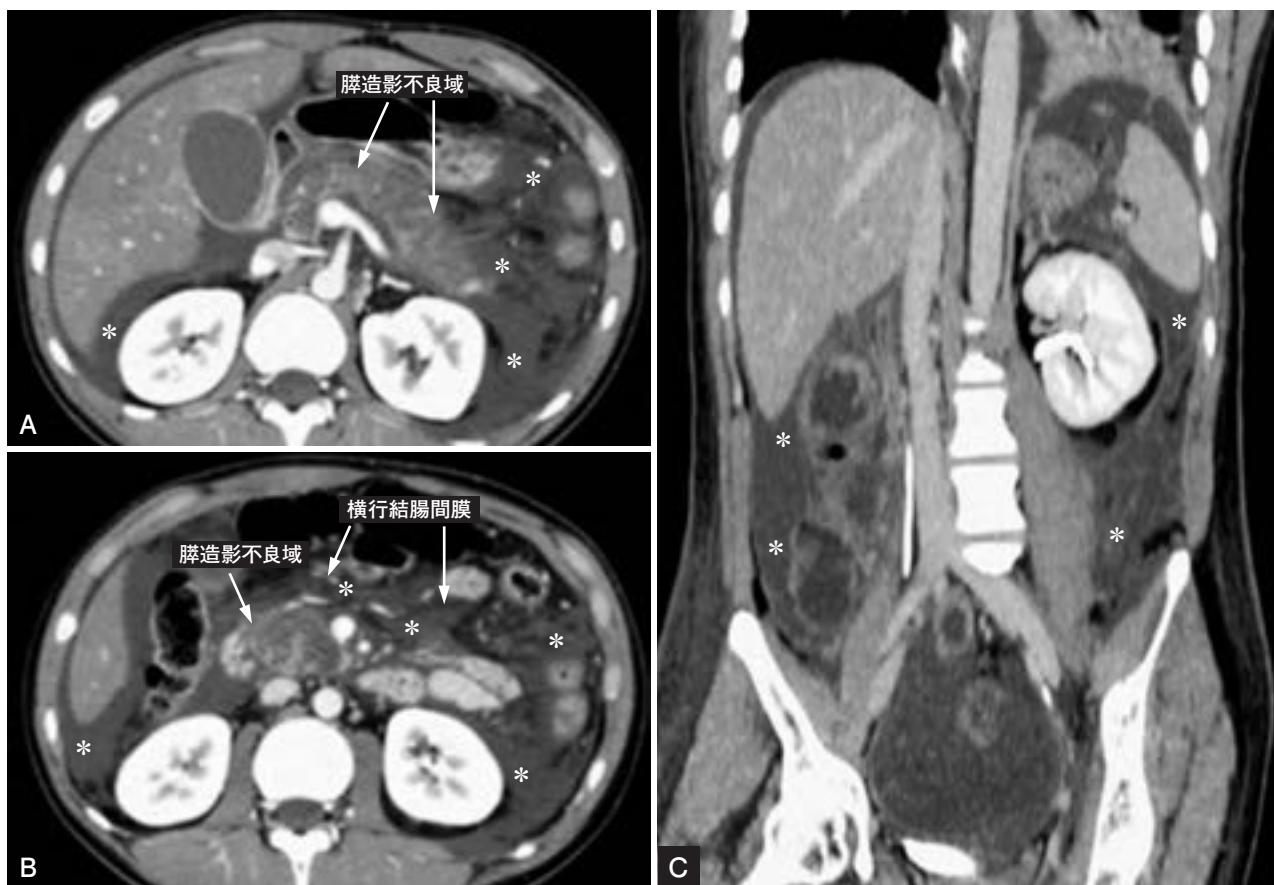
重症急性膵炎（CT Grade 2）（発症3日後）
